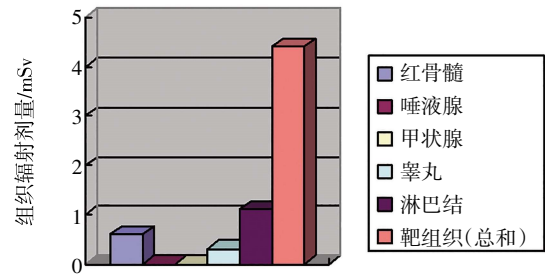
一例 37 岁男性盆腔 CT 平扫器官与组织辐射剂量图
